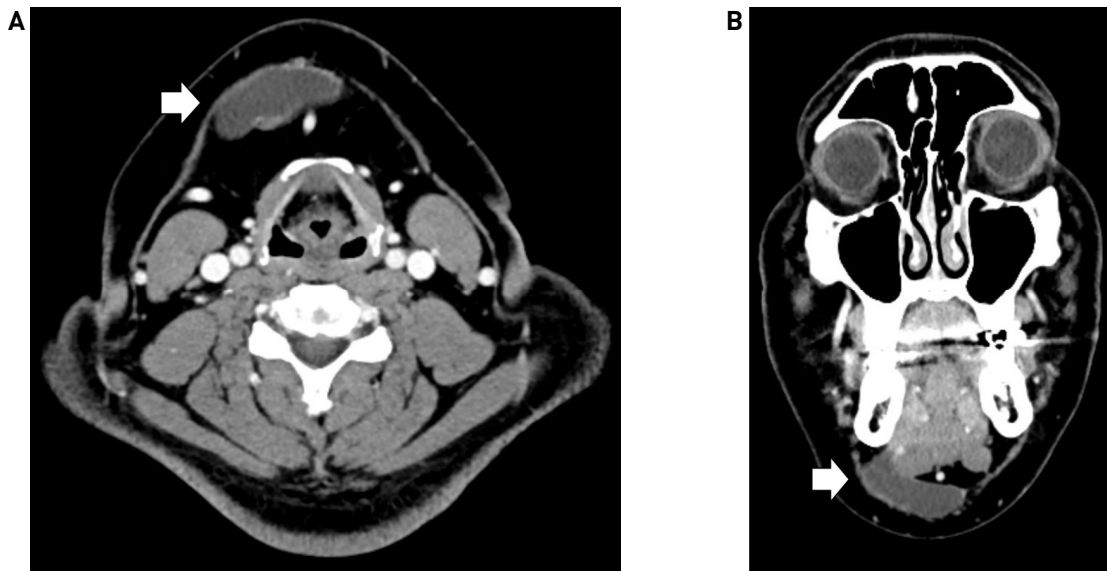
Pre-operative computerized tomographic scan with contrast enhanced shows the non-enhancing low density mass lesion in the submental and submandibular space (white arrow). Axial view (A). Coronal view (B).
